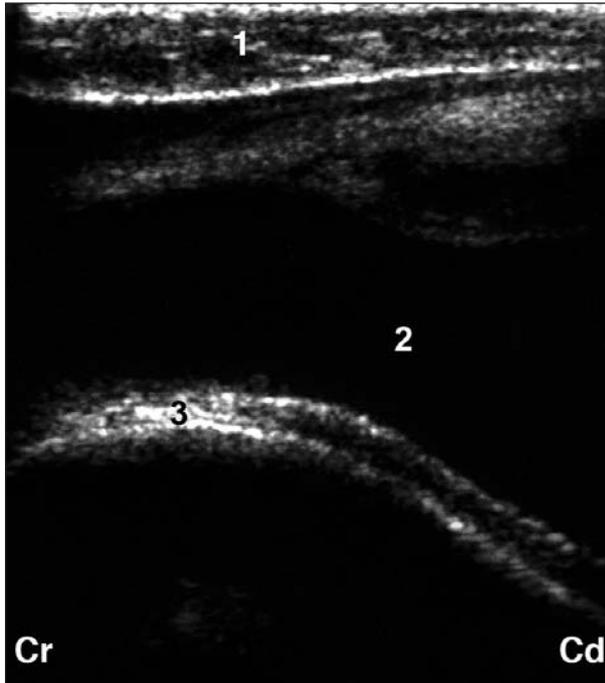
Sonographische Befunde bei einem Braunviehrind mit Uroperitoneum infolge Ruptur des Urachus persistens. Die sonographische Untersuchung erfolgte transrektal mit einem 5.0 MHz-Linearschallkopf. Die Harnblase ist nicht birnenförmig, sondern elongiert. Der kraniale Blasenpol ist nicht erkennbar. 1 Rektum, 2 Harnblase, 3 Pecten ossis pubis, Cr Cranial, Cd Caudal.
